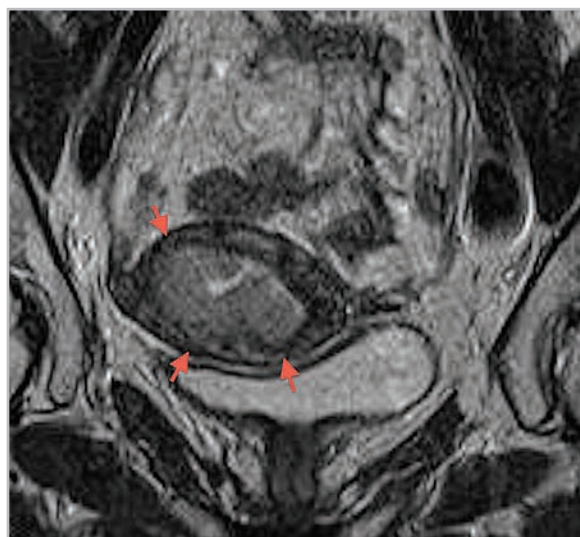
МР-томограмма органов малого таза (Т2-ВИ в плоскости перпендикулярной оси полости матки). РЭ с инвазией в миометрий более 1/2. Стрелками указано гиперинтенсивное опухолевое образование эндометрия, имеющее нечеткие и неровные контуры, с глубокой инвазией в миометрий, максимально выраженной по передней стенке матки
